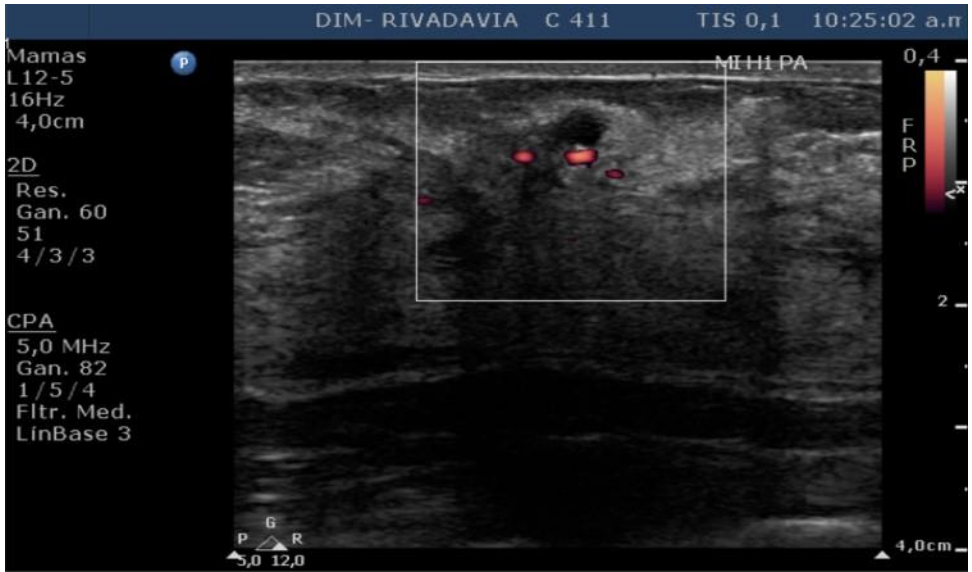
Ecografía de paciente femenina de 44 años que consulta por asimetría en mamografía y nódulo palpable, observándose un área heterogénea con microquistes y calcificaciones en su interior y aumento de vascularización a la evaluación Doppler. (Cabeza de flecha blanca).
